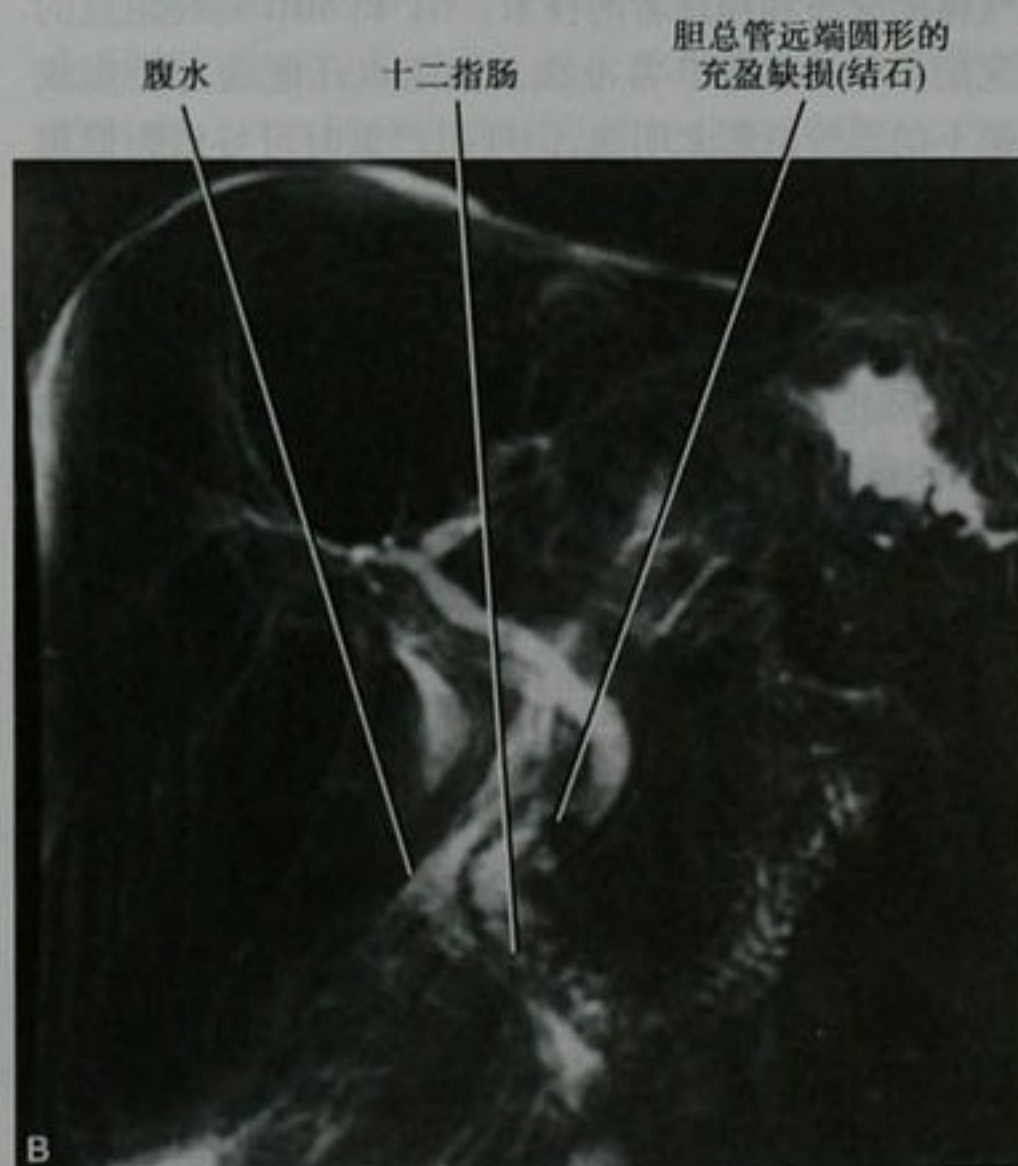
胆管汇合处近端的超声图像(A)显示左右肝管轻度扩张,胆总管远端显示不清,MRCP(B)证实胆总管结石,通过内镜成功取出结石
